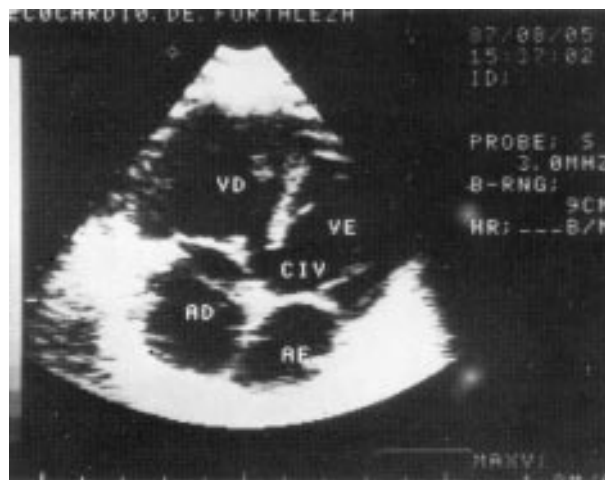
Ecocardiograma bidimensional—Pós-operatório. Incidência quatro cavidades (via apical): demonstra uma CIV na porção alta do septo, de tamanho pequeno a moderado
